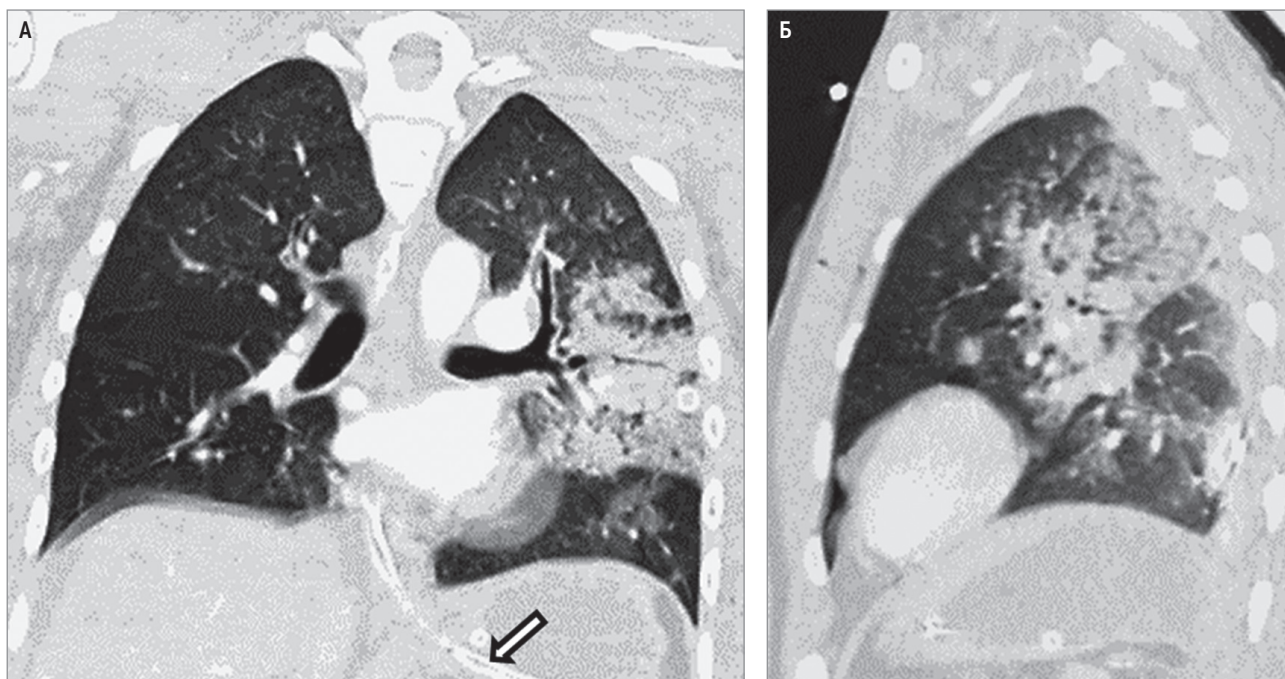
Компьютерные томограммы груди больного с закрытой травмой, выполненные с контрастным усилением: А – фронтальная реконструкция; Б – сагиттальная реконструкция
